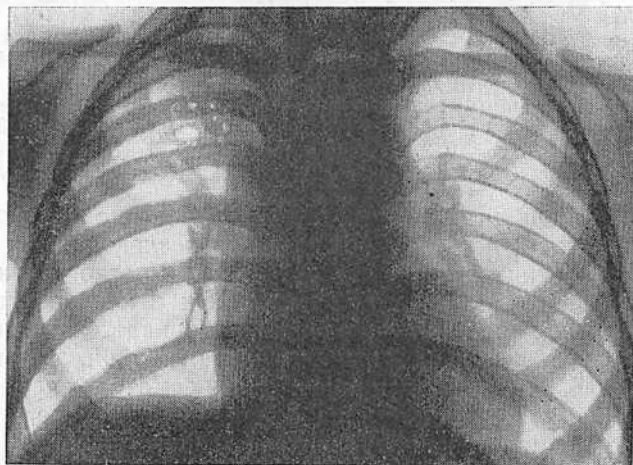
Рентгенограмма грудной клетки ребенка 3 лет 8 месяцев в передней проекции.
